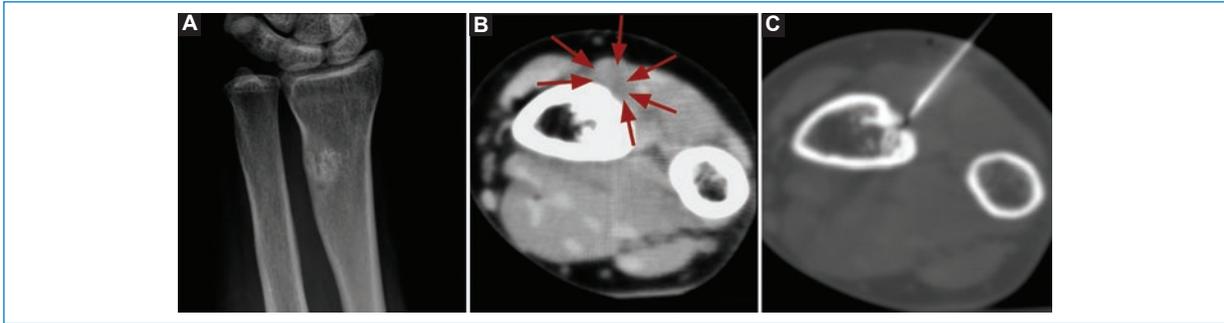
Mujer de 24 años con diagnóstico clínico y radiológico de calcificación heterotópica y esclerosis ósea. A: la radiografía de antebrazo derecho muestra esclerosis yuxtacortical mal definida en la diáfisis distal del radio. B: tomografía computada con ventana de partes blandas. Adyacente al área de esclerosis ósea se observa un tejido de baja atenuación y morfología nodular (flechas). C: punción guiada por tomografía en ventana ósea: la aguja se encuentra en posición óptima para tomar muestras de hueso y de partes blandas.
